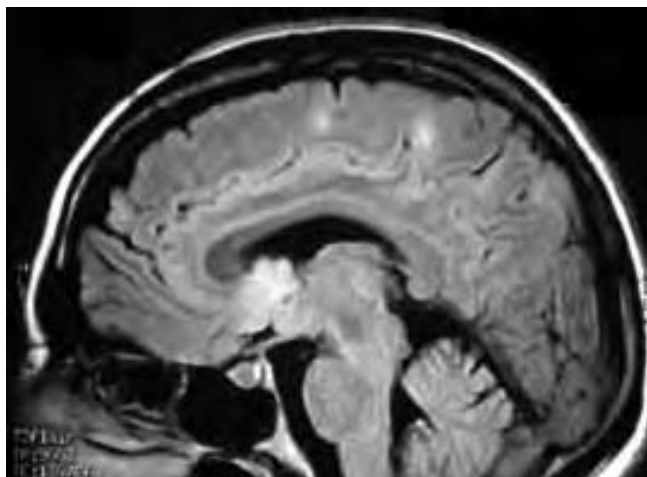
RM de cráneo, FLAIR, en donde se observa lesión en III ventrículo con diagnóstico de astrocitoma subependimario.
